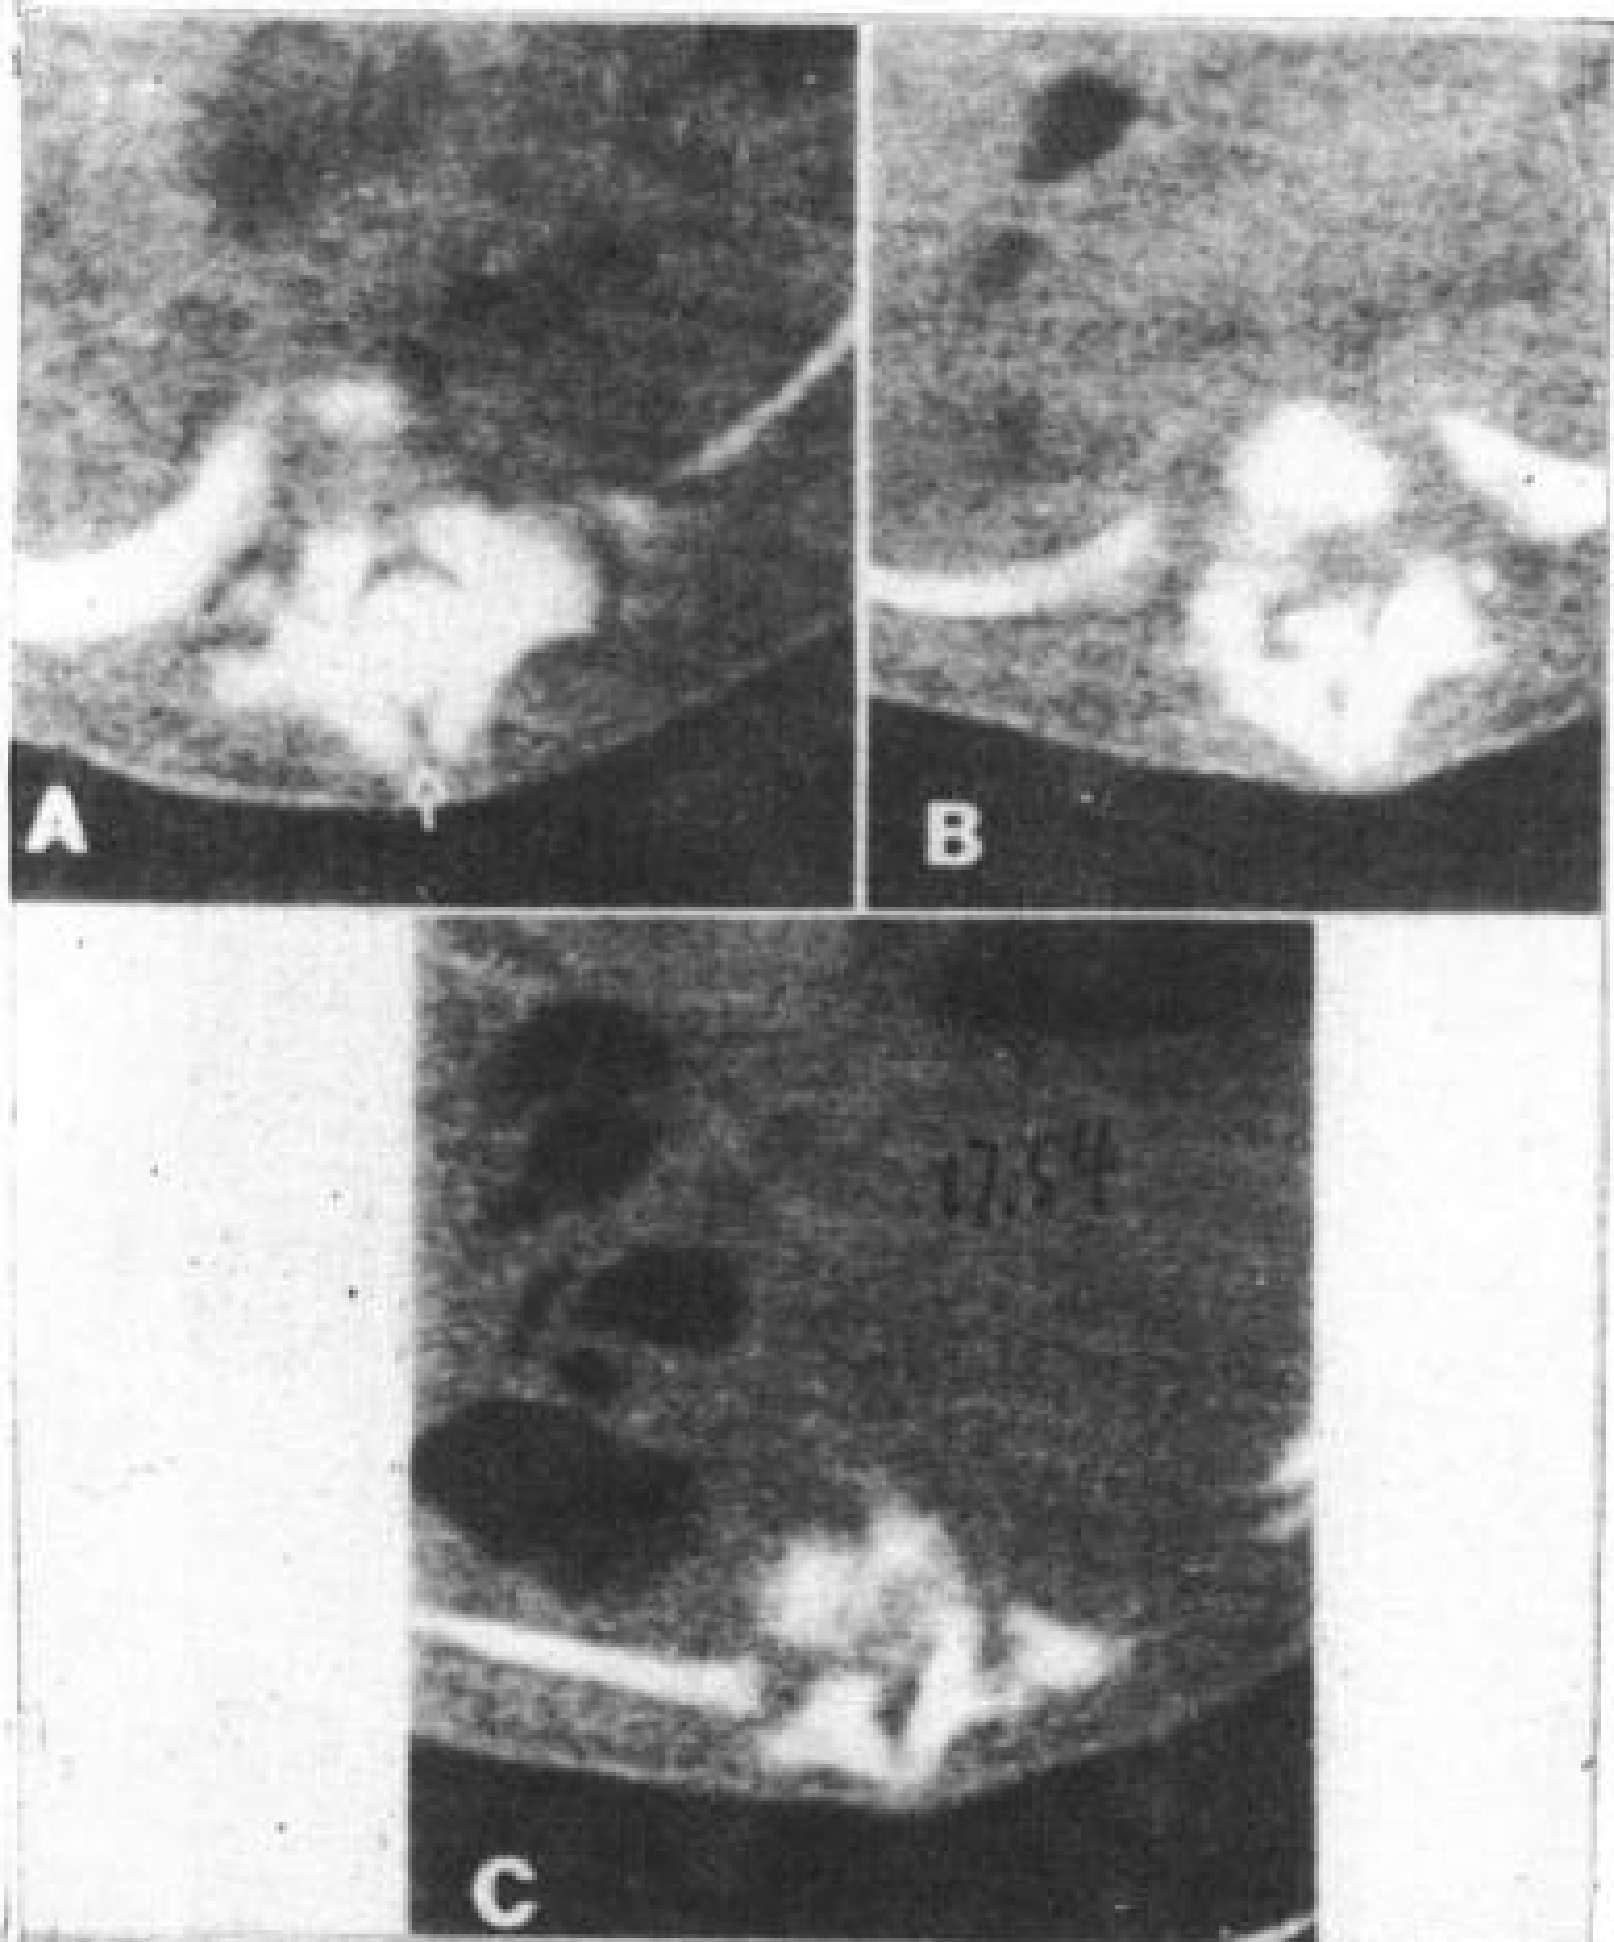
下胸椎和腰椎发育不全，骶骨部分存在。3个月女婴。CT 脊髓造影。
